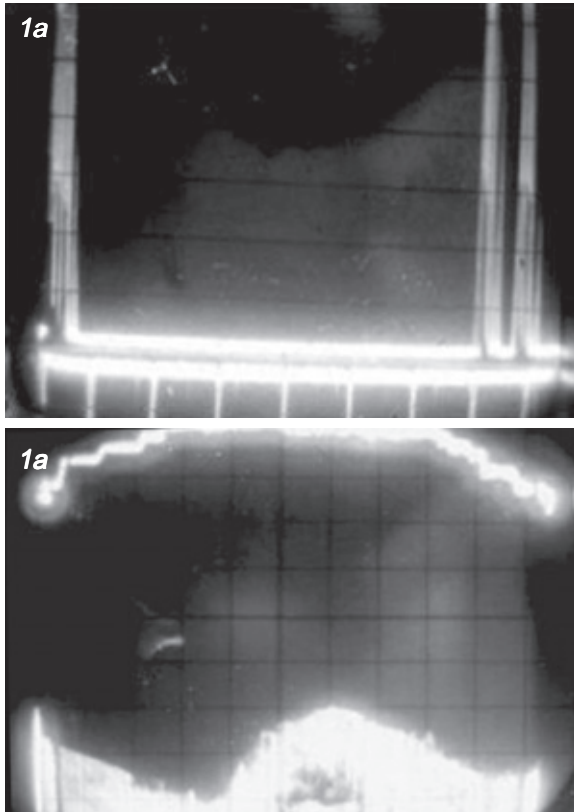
a,b. Primeras imágenes obtenidas con ultrasonidos de un quiste ovárico gigante. a: Imagen en modo A. b: Imagen en modo B.
